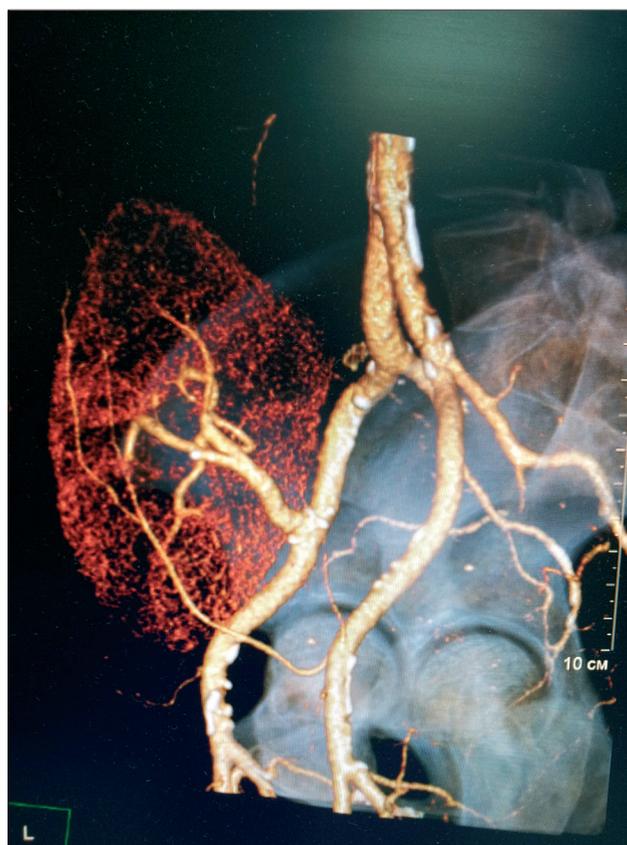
КТ-ангиография почечного трансплантата (артериальная фаза): отмечается накопление контрастного препарата объемным образованием в нижнем полюсе
